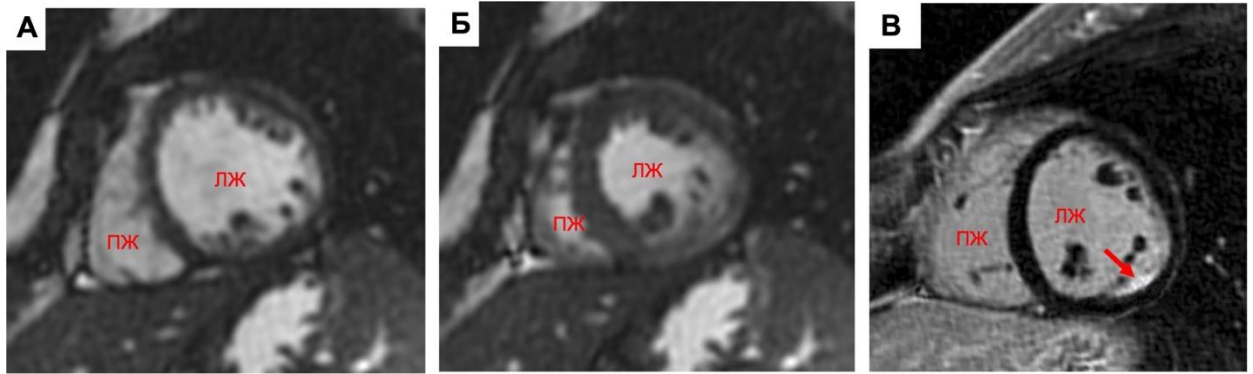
Клинический пример, пациентки К, 22 лет, ХМ ЭКГ, выявлено 16 тыс. ЖЭС, пробежки неустойчивой ЖТ, на фоне физической нагрузки отмечались пресинкопальные и синкопальные состояния, по результатам ЭхоКГ все показатели в пределах возрастной нормы. МРТ кино-изображения, фаза диастолы: А – короткая ось на среднем уровне, кино-последовательность (диастола), визуализируется небольшая деформация полости ЛЖ; Б – короткая ось на среднем уровне, кино-последовательность (систола), по задне-боковому сегменту ЛЖ визуализируется гипокинез; В - изображение отсроченного контрастирования, визуализируется субэндокардиальный участок LGE, характерный для ишемии миокарда (стрелка).
